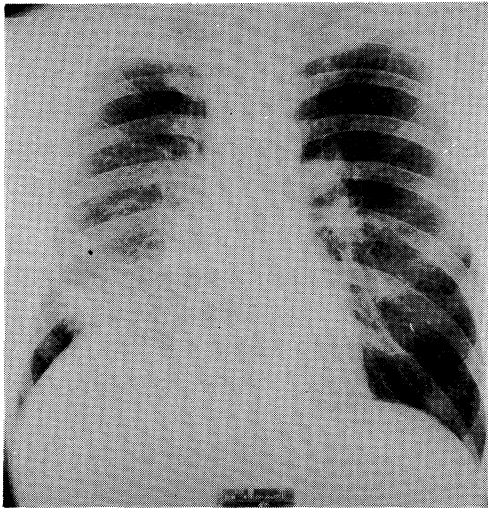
Radiograph of the chest after treatment, showing a reduced mass in the right hilar region.
